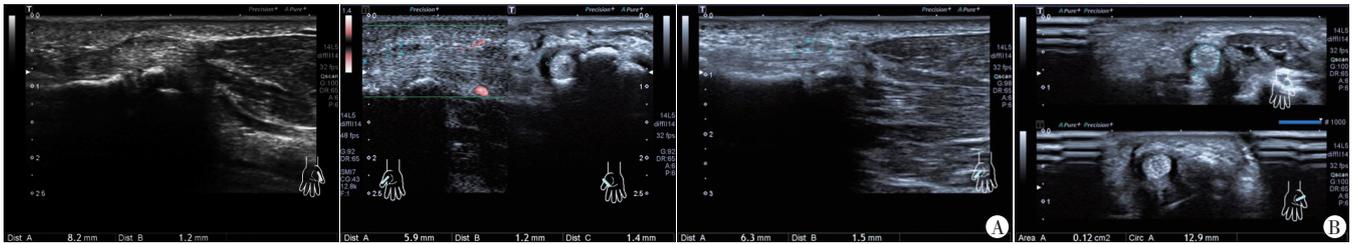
I型狭窄性腱鞘炎超声表现为A1滑车增厚至1.2 mm
